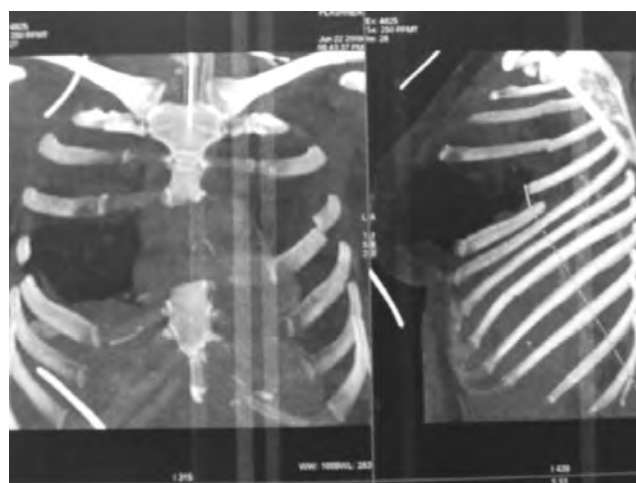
Томограмм в 3D-режиме раненого с ушибом сердца при минно-взрывной травме груди
